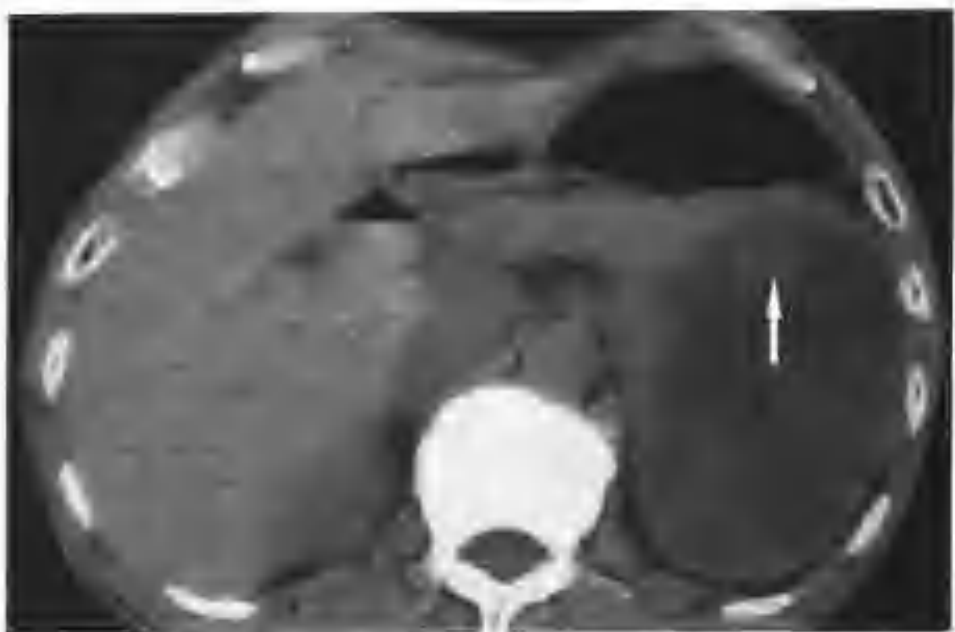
左肾乳头状肾细胞癌伴囊性变（CT 平扫发现左肾中下极一个 $9.5\text{cm} \times 10.0\text{cm} \times 11.0\text{cm}$ 的巨大囊性病变，囊内见一些不规则分隔，囊壁厚薄不均，可见多个壁结节（箭头），大小、形态不一，CT 值 30HU ）
